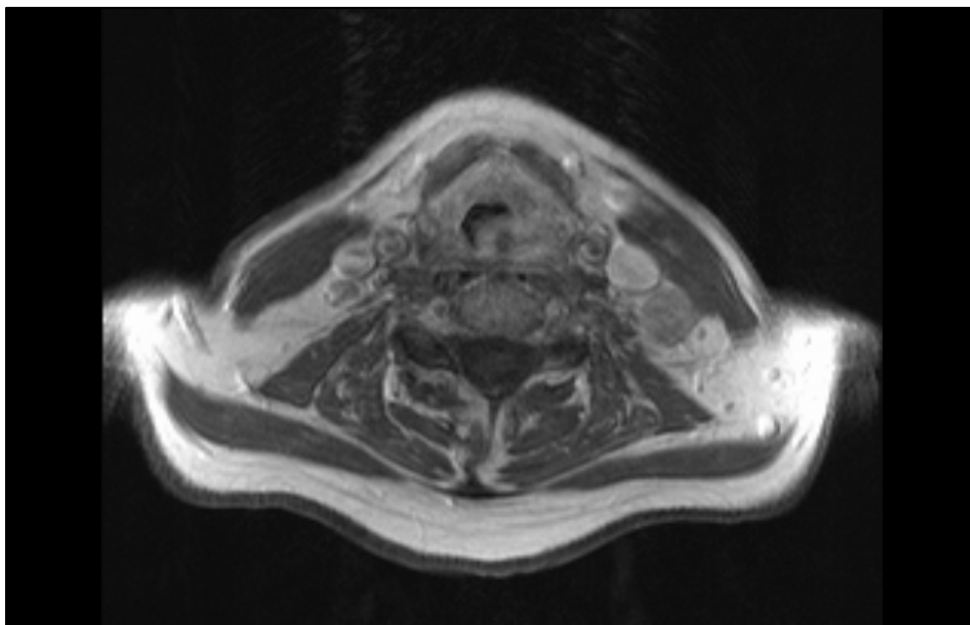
MRT-Bild eines T3-Hypopharynxkarzinoms links mit einer zervikalen Metastase links.
